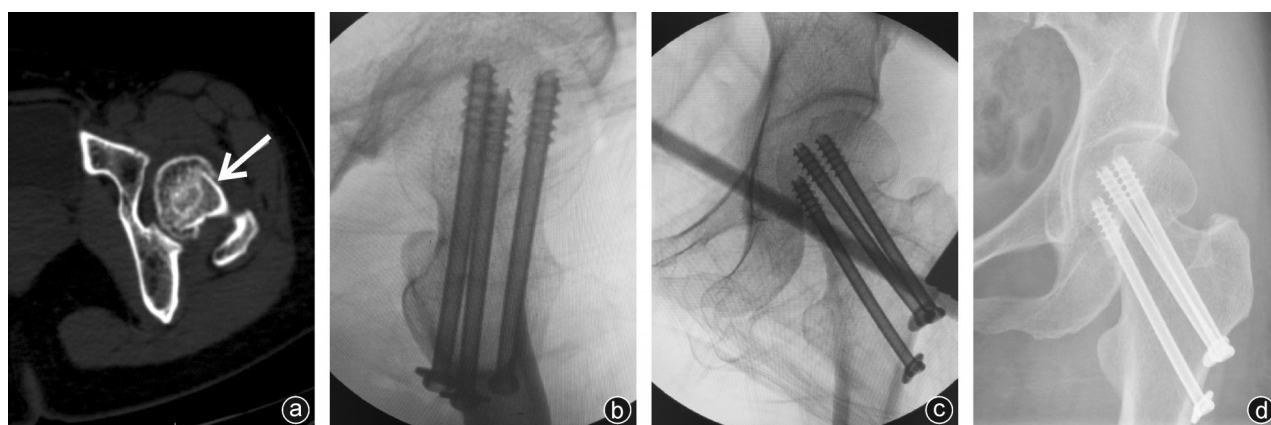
对照组病人手术前后影像学资料(女,52岁,因跌倒后致左髌关节疼痛、肿胀伴活动受限1 d入院) a:病人术前CT(箭头所指为骨折线);b:术中透视轴位片;c:术中透视正位片;d:术后复查X线,骨折复位良好,置钉位置合适
